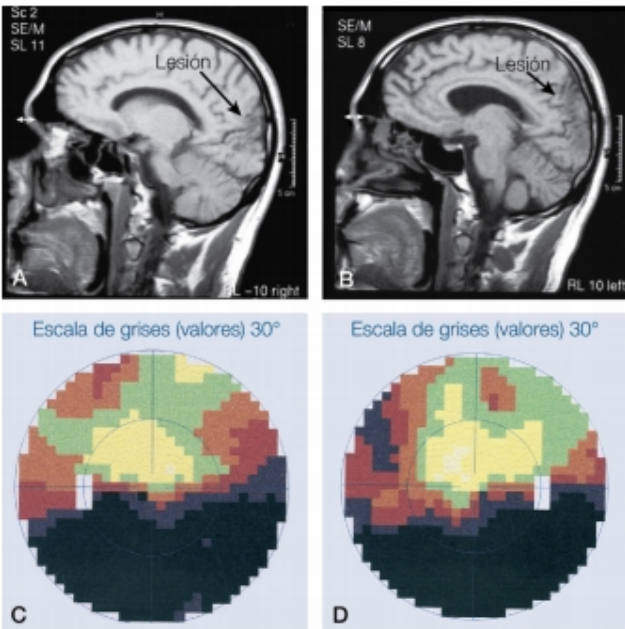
A y B. RM que demuestra las lesiones occipitales bilaterales del labio superior de las áreas visuales primarias. C y D. Defectos altitudinales inferiores bilaterales del campo visual.
